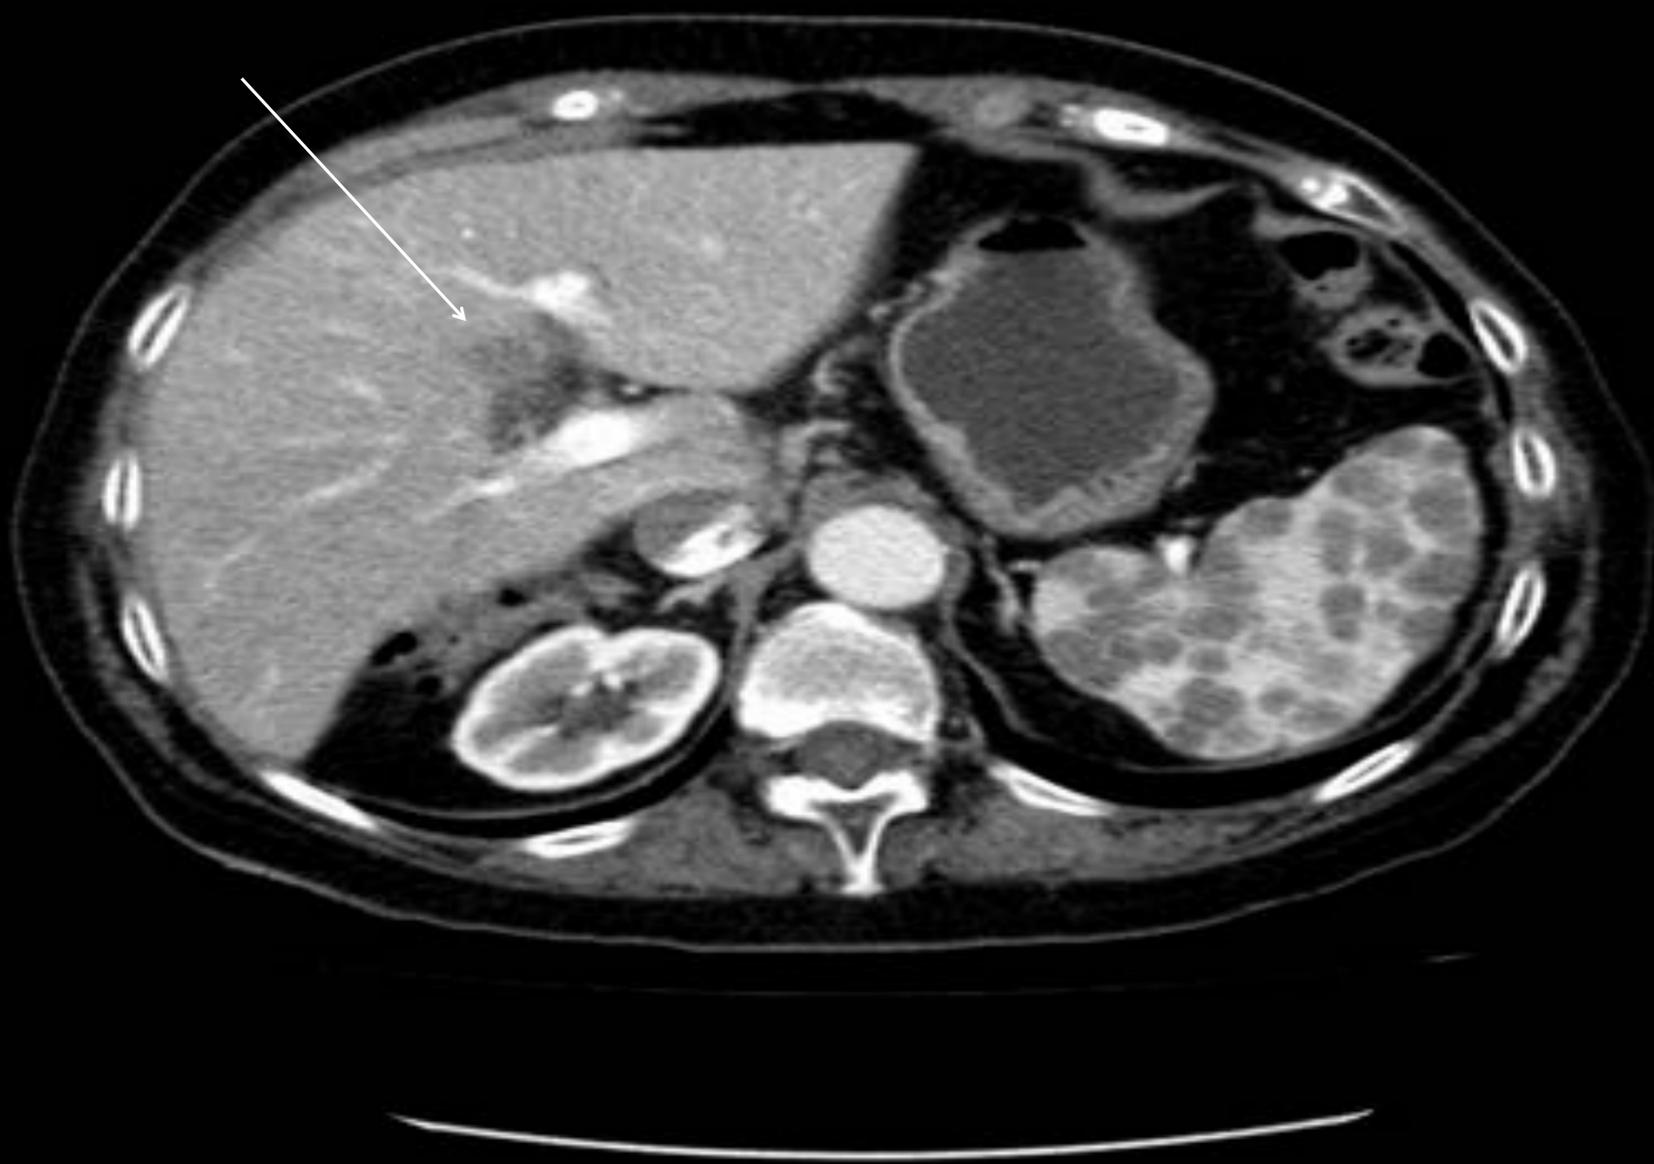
Imagen TC mostrando la lesión hipodensa en segmento IVB hepática y múltiples lesiones hipodensas en parénquima esplénico.
